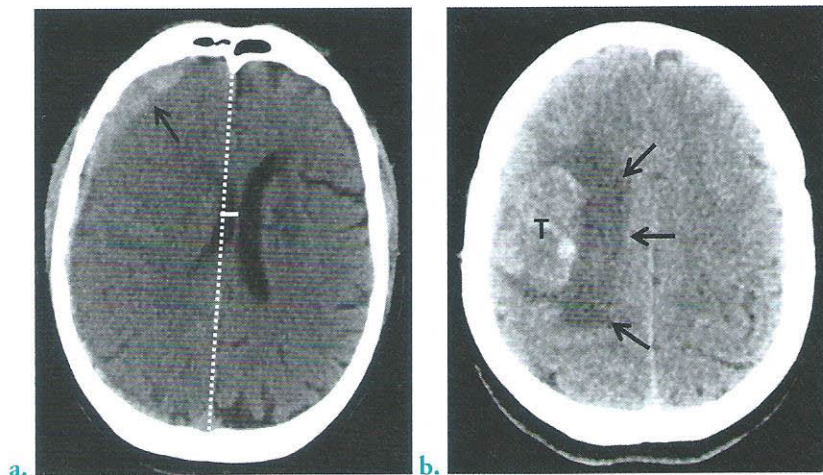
Sémiologie neurologique en TDM
